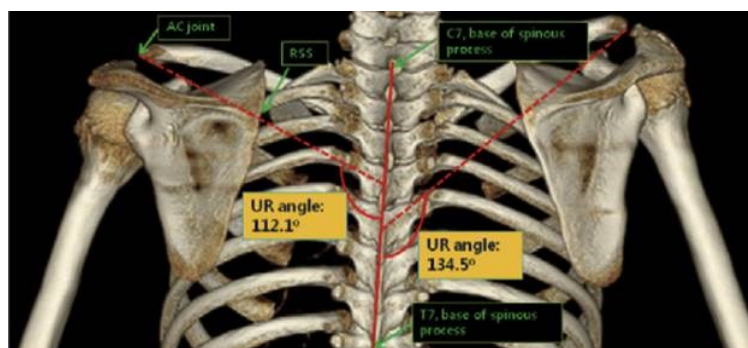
3-dimensional wing computer tomography, UR-Winkel (41)(bearbeitet)
